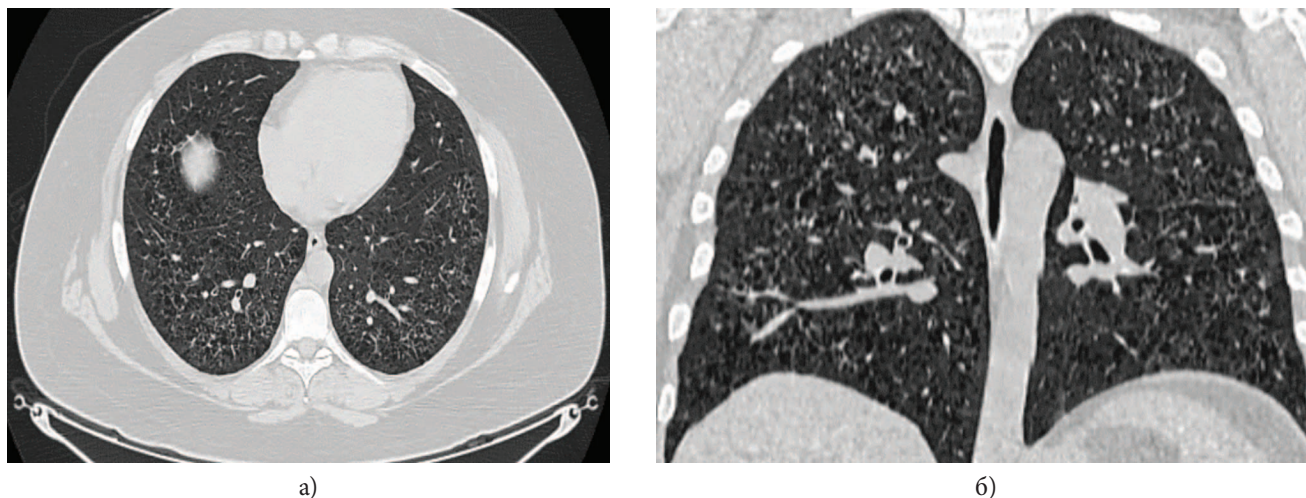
Компьютерная томография органов грудной клетки (а, б)
